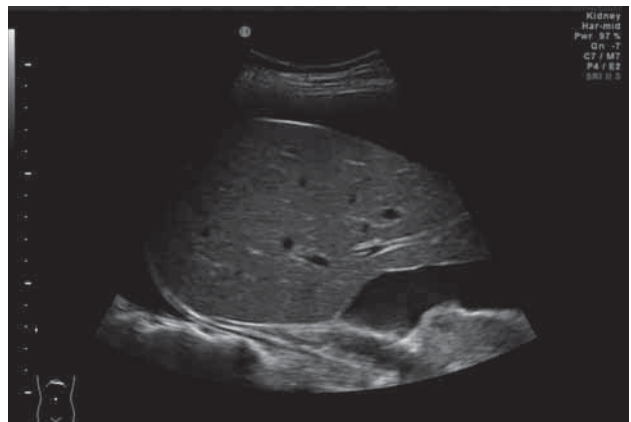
Ultrasonido abdominal.
